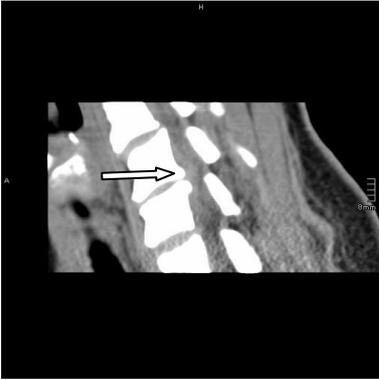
Bandscheibenvorfall im CT
